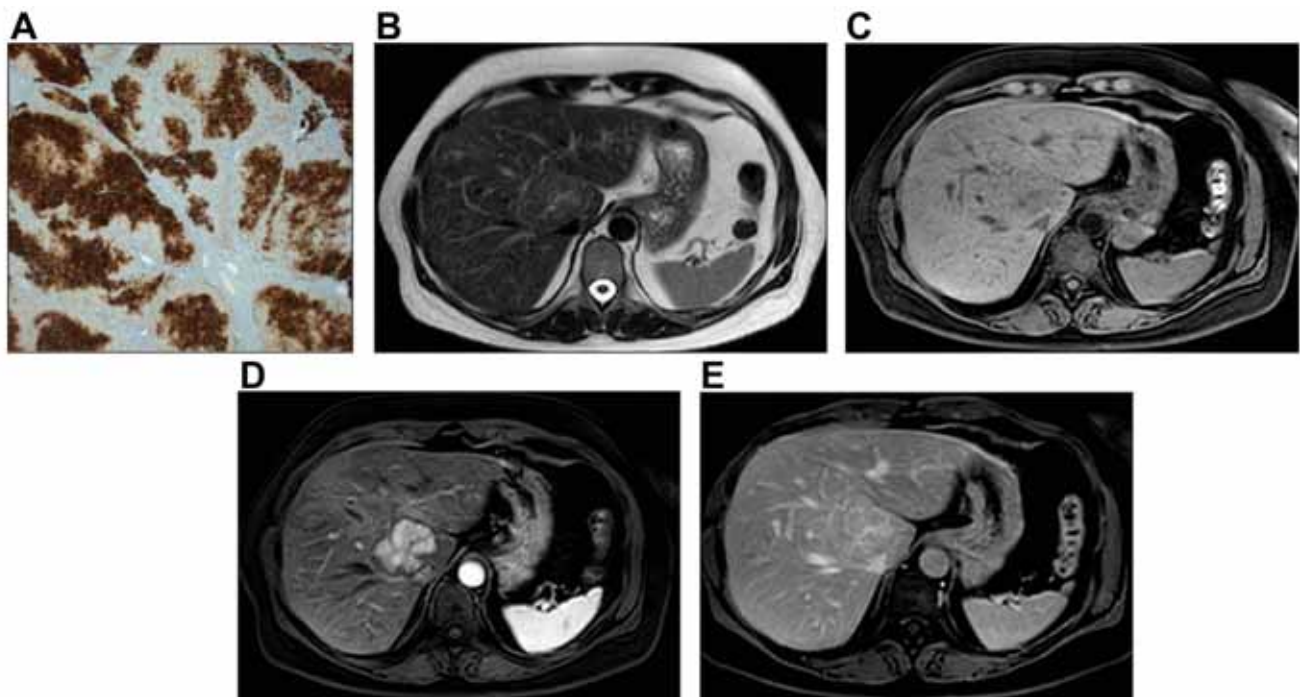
Типичный пример ОУГ. (А) «Географический» тип экспрессии глутаминсинтетазы в гепатоцитах ОУГ при иммуногистохимической окраске. Области гепатоцитов с положительной реакцией обычно располагаются вокруг печеночных вен. (В и С) На МРТ узел едва заметен на изображениях в режимах T2 и T1. (D и E) На МРТ с контрастированием — резко и равномерно усиленное изображение в артериальной фазе с переходом в изо- и гипointенсивное изображение относительно ткани печени в портальной венозной фазе. При использовании внеклеточного контрастного препарата изображение центрального элемента гиперинтенсивно в режиме T2 и усиливается в отсроченной фазе.
